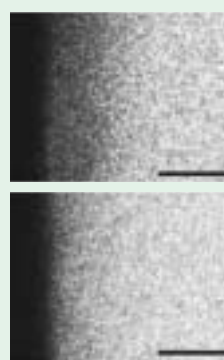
ガム咀嚼刺激唾液で処理したエナメル質初期齲蝕のマイクロラジオグラフ(微小X線写真)像
